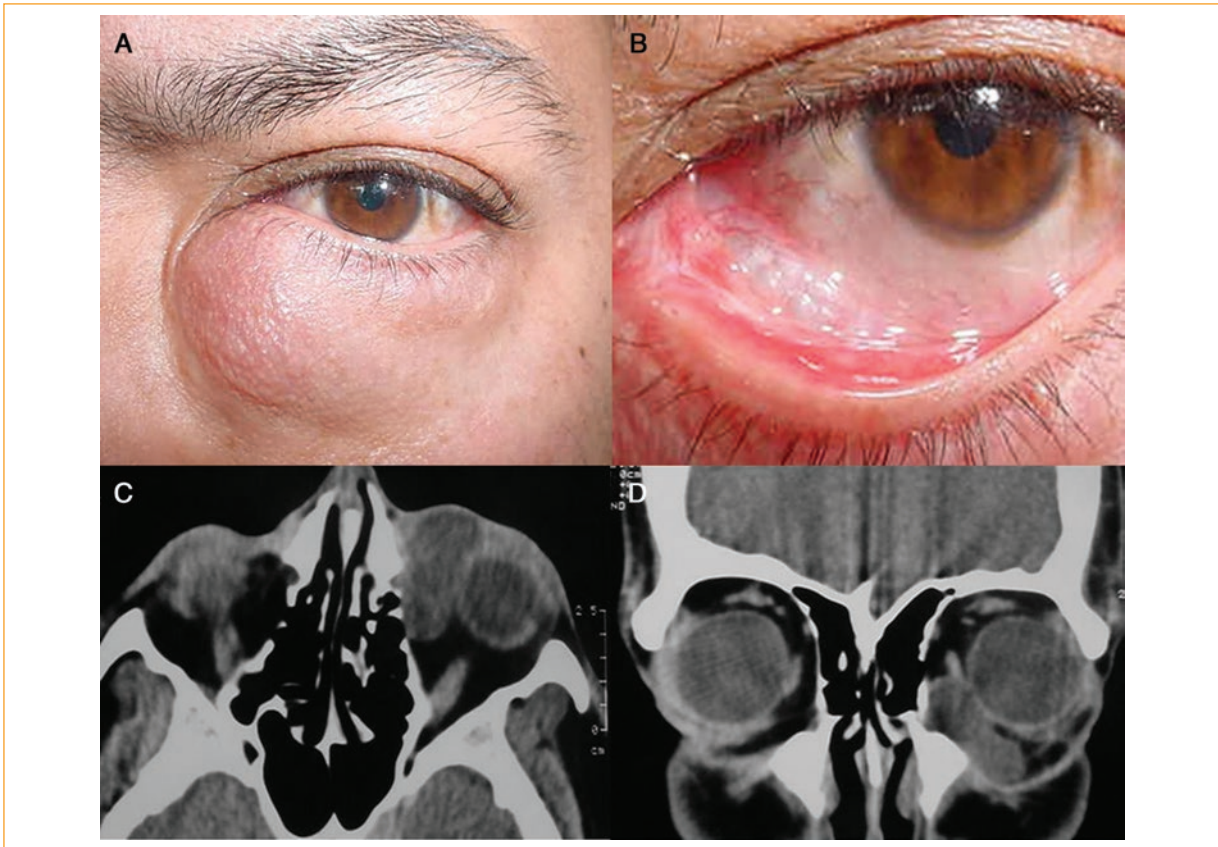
A y B: Lesión de aspecto nodular, en el tercio interno del párpado inferior del ojo izquierdo. C y D: Tomografía computada de órbita que muestra lesión homogénea, extraconal, de densidad similar al vítreo. No destruye hueso ni infiltra estructuras adyacentes.
